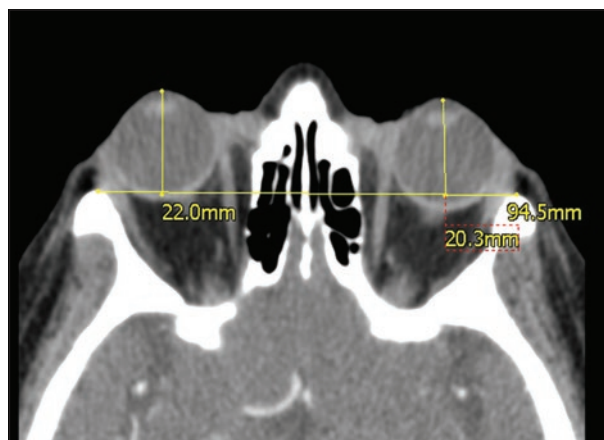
Tomografía de órbitas con contraste. Los globos oculares tienen forma, tamaño, densidad y contornos normales. La distancia córnea-línea intercantal externa es de 22.0 y 20.3 mm para los globos oculares derecho e izquierdo respectivamente. Los nervios ópticos y la musculatura extraocular tienen apariencia normal y simétrica. La grasa intraconal y extraconal presenta fino reticulado. Las estructuras óseas orbitarias tienen densidad y configuración normales. No hay focos de realce anormal con el medio de contraste, ni masas. Imagen compatible con exoftalmos bilateral, con ligero predominio derecho, hallazgos en relación con oftalmopatía distiroidea.
